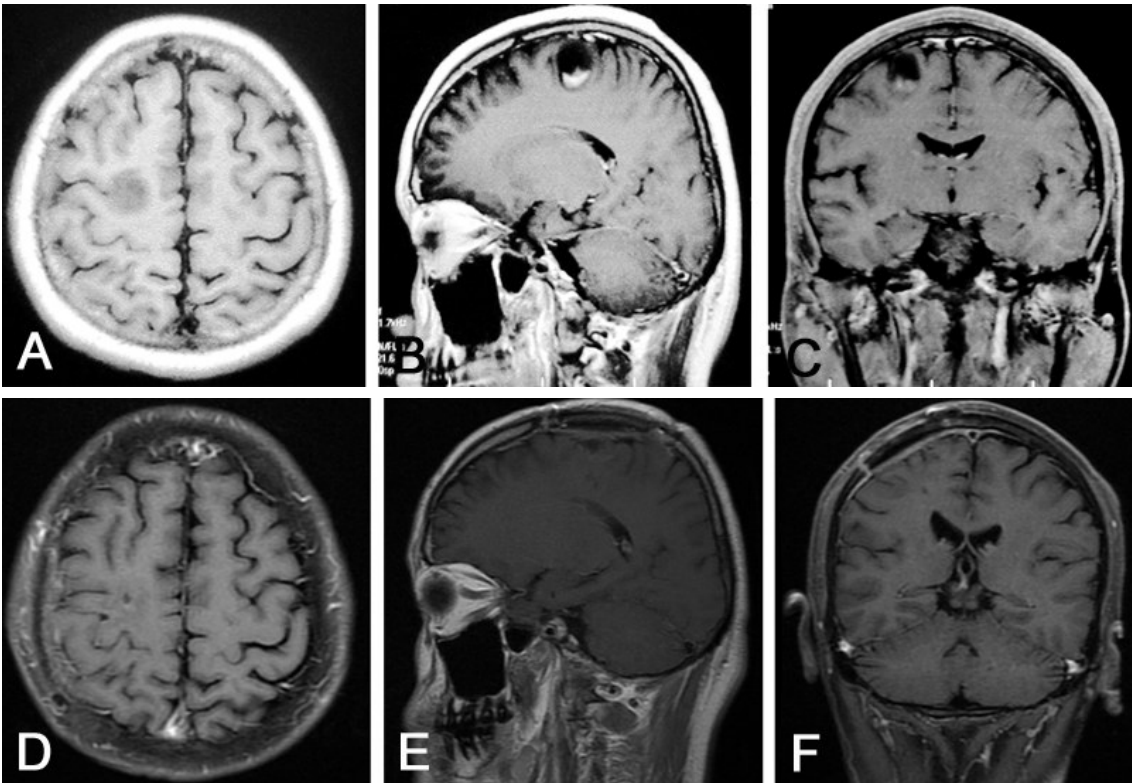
右侧额叶低级别胶质瘤手术前后 MRI 表现
